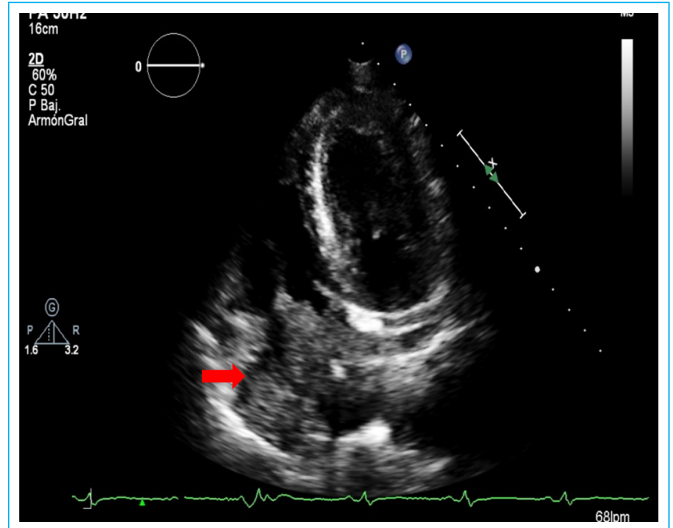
El ecocardiograma transtorácico (apical de 4 cámaras) mostraba una vegetación gigante localizada en aurícula derecha, que protruye hacia el ventrículo derecho adherida al catéter de diálisis.
